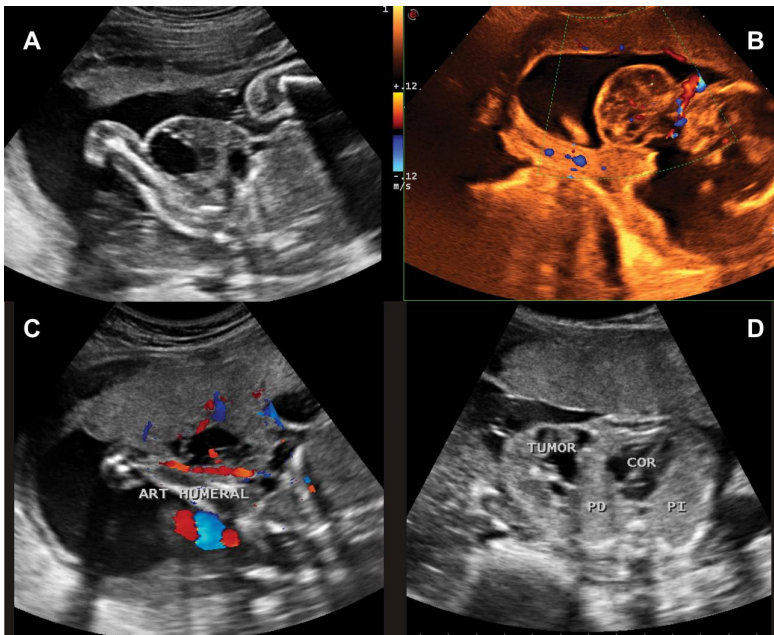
( A,B,C y D). Feto de 18 semanas, en A imagen ecográfica de tumoración eco-mixta a predominio quístico en axila derecha compatible con tumor benigno: linfangioma, en B Doppler Color evidencia muy escasa o ausente vascularización, en C vascularización normal hacia miembro superior derecho sin edema del mismo y con movilidad normal durante estudio ecográfico, en D ausencia de invasión hacia tórax o estructuras vecinas.
